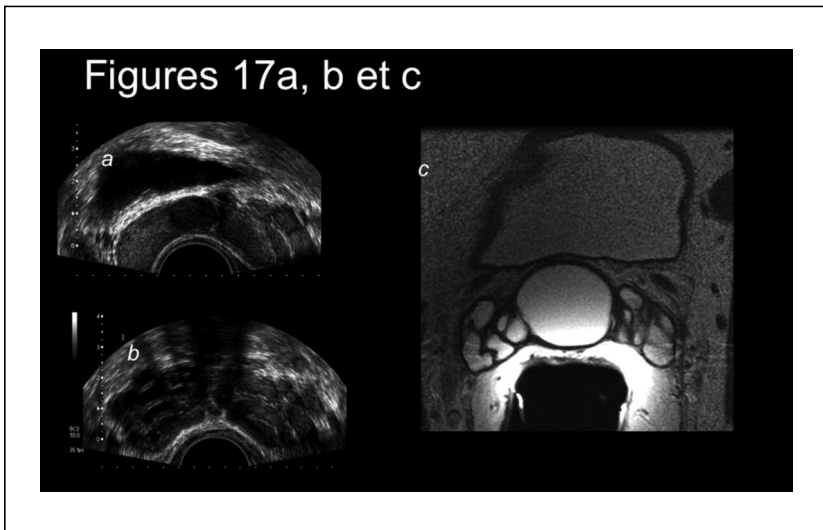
Kyste médian (17a) compressif avec dilatation des vésicules séminales d'amont (17b) en échographie voie endorectale et IRM (17c)
